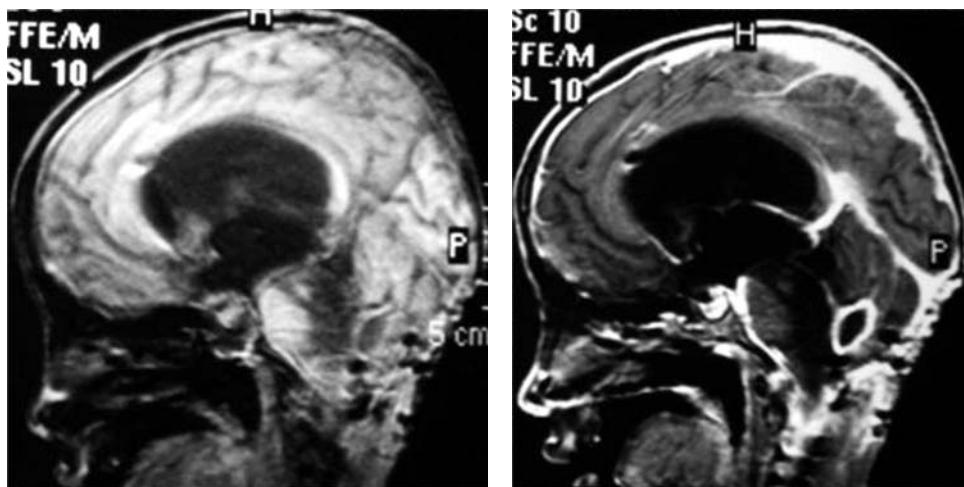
Resonancia magnética realizada el 26 de julio 2007.
